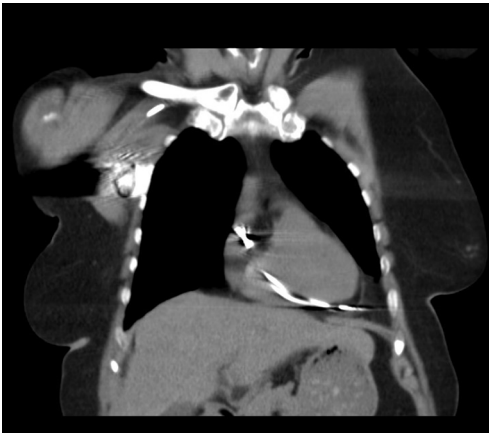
Right ventricular perforation by pacemaker lead to left lateral side. CT imaging without contrast agent.
